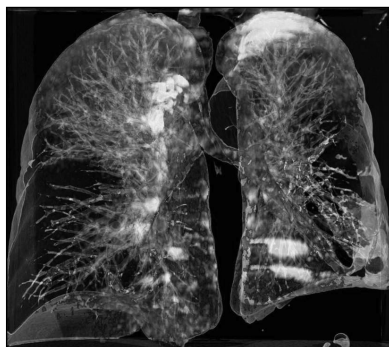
Функциональное изображение III типа. Перфузионная компьютерная томография легких. Видны темные зоны снижения кровотока в легких вследствие тромбоэмболии легочной артерии.
